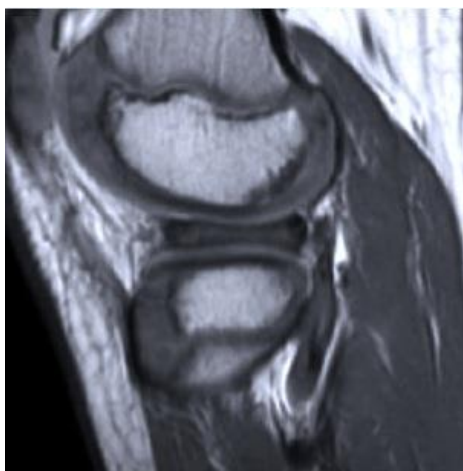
Classificação Ahn por avaliação da ressonância magnética: sem mudança. Adaptado de Hulet C. *Surgery of the Meniscus*. (Hulet C, Pereira H, Peretti G, Denti M, eds.). Berlin, Heidelberg: Springer Berlin Heidelberg; 2016.
